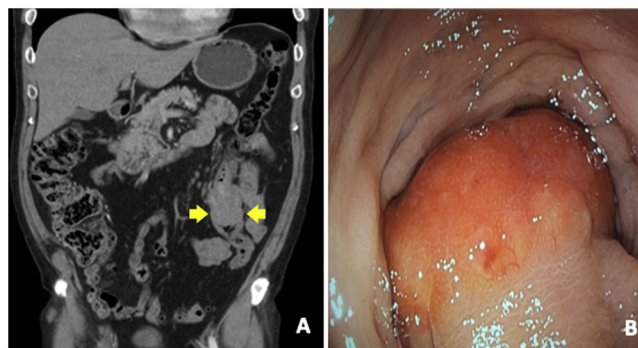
(A) Abdominal computed tomography. Colo-colonic intussusception in descending colon (arrows). (B) Colonoscopy: pedunculated lesion located in the descending colon.
